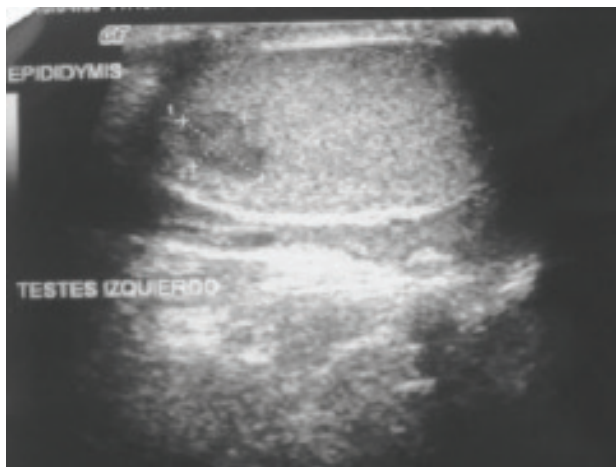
Ultrasonido que muestra la presencia de una imagen hipoeecogénica, correspondiente a una masa en polo superior testículo izquierdo.
